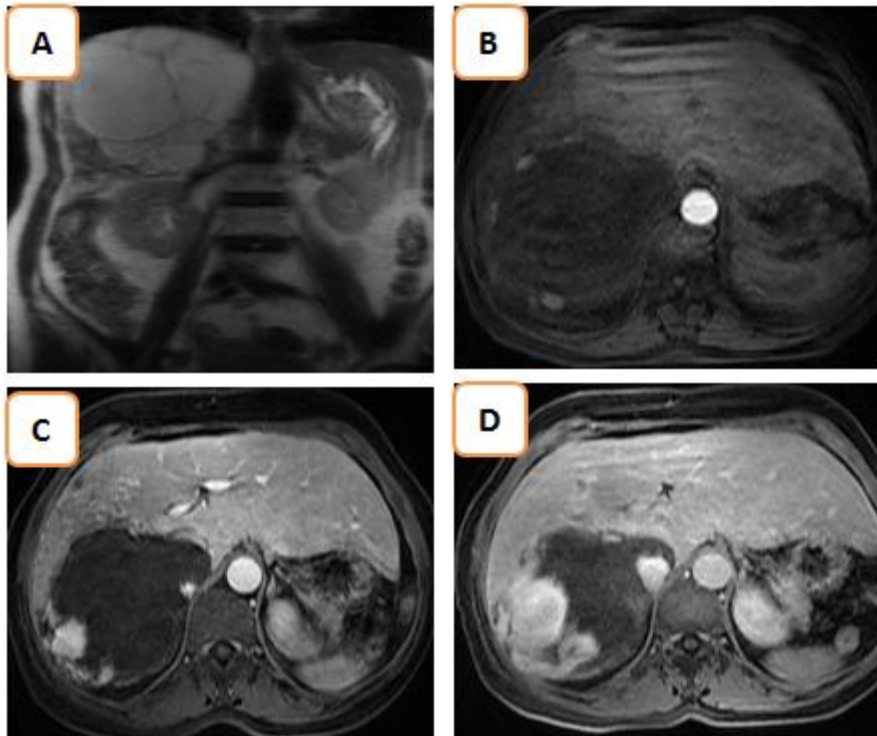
A l'IRM, volumineuse masse en hypersignal T2(A), rehaussement en motte avec remplissage centripète après Gadolinium (B, C et D) : Angiome géant.
